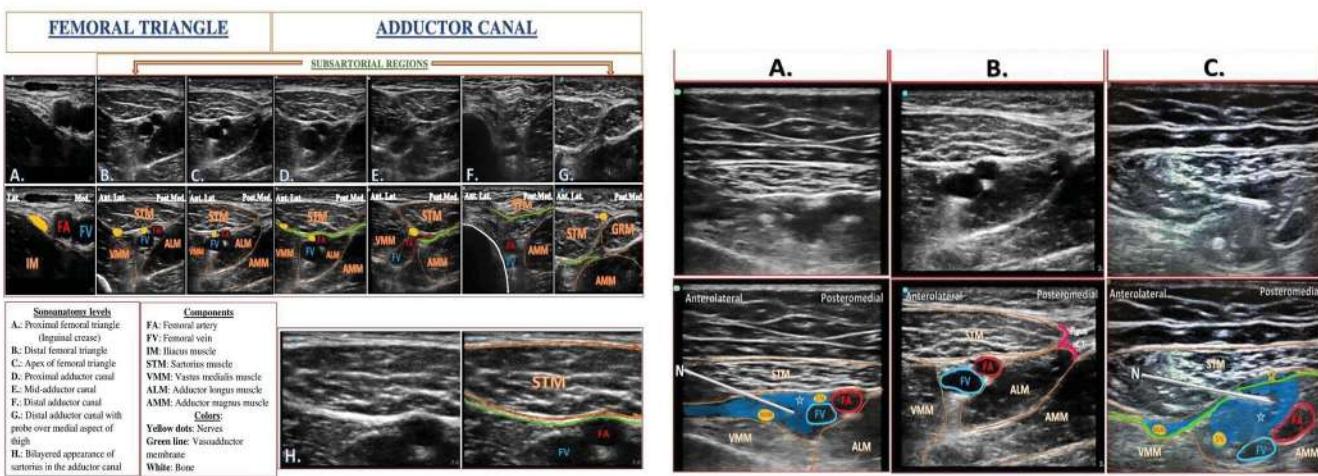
Teknik Injeksi dengan menggunakan USG Guide (6,7)
